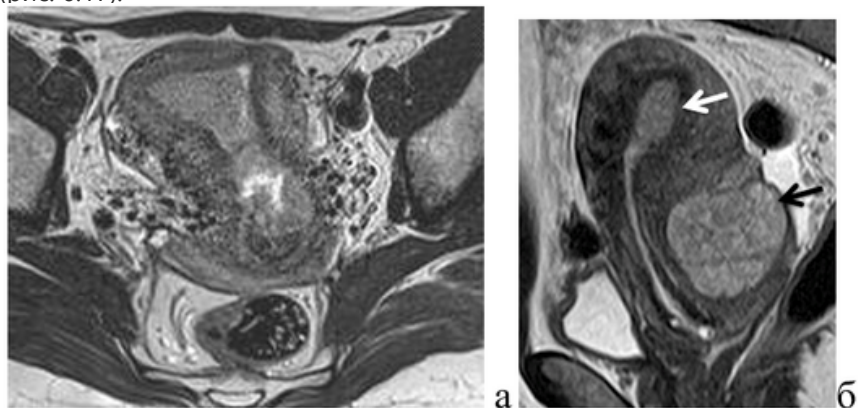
Магнитно-резонансные томограммы органов малого таза у больных раком эндометрия: а — T2 взвешенное изображение в проекции, параллельной полости матки — прямое распространение опухоли на эндоцервикс; б — T2 взвешенное изображение в сагиттальной проекции, белая стрелка указывает первичную опухоль, черная стрелка указывает метастаз по серозной оболочке с врастанием в строму шейки матки
